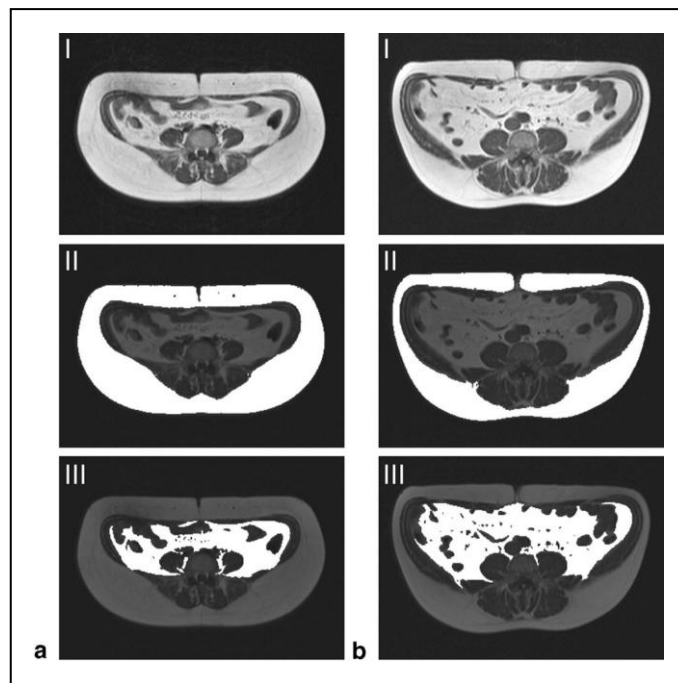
Prinzip der Segmentation des viszeralen und subkutanen Fettes bei a) einer Frau und b) einem Mann; I: original MRT-Bilder, II: subkutanes Fettgewebe (SCAT), III: viszerales Fettgewebe (VAT); [56]
